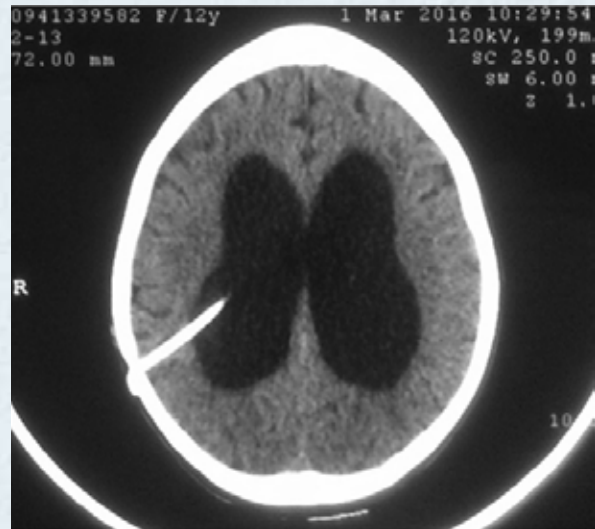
Tomografía craneal. Se observan los ventrículos laterales dilatados y el catéter derivativo.
